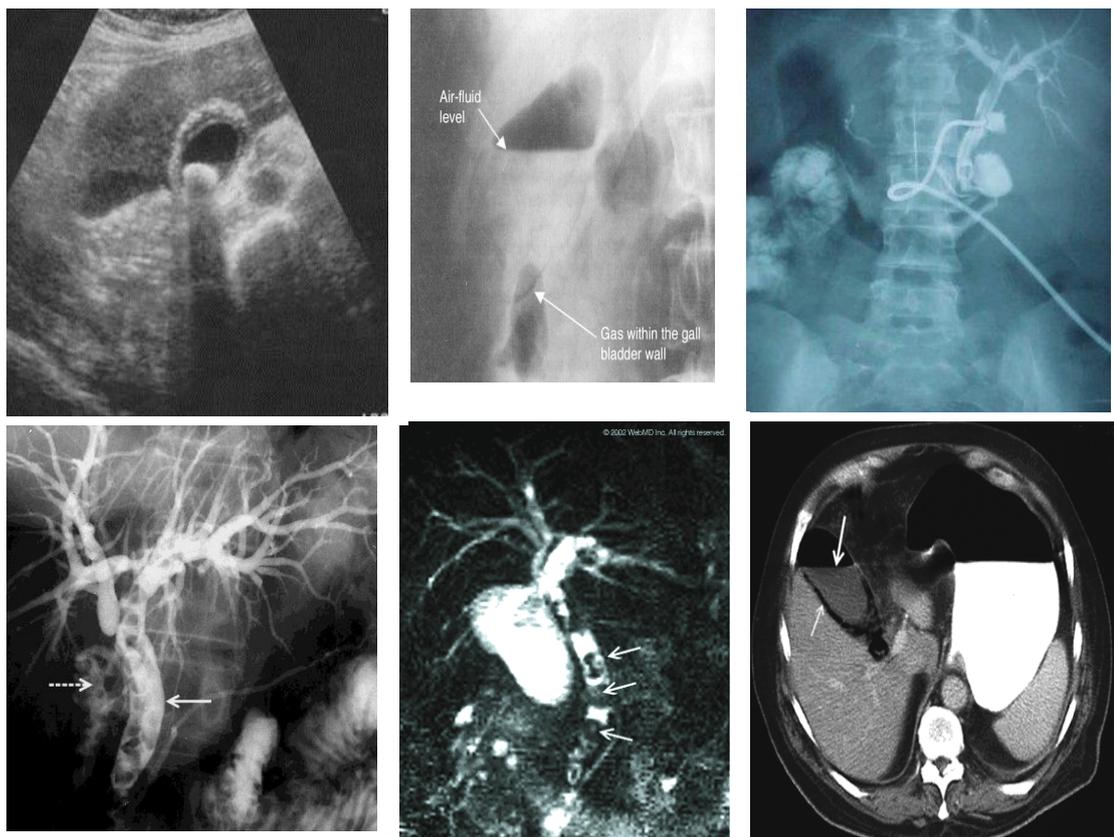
Estudios diagnósticos en la enfermedad de la vesícula y vía biliar. a) Ecografía; b) radiografía simple abdomen; c) colangiografía por sonda T; d) colangiopancreatografía retrograda (CPRE); e) colangiografía por resonancia y f) tomografía computarizada.
